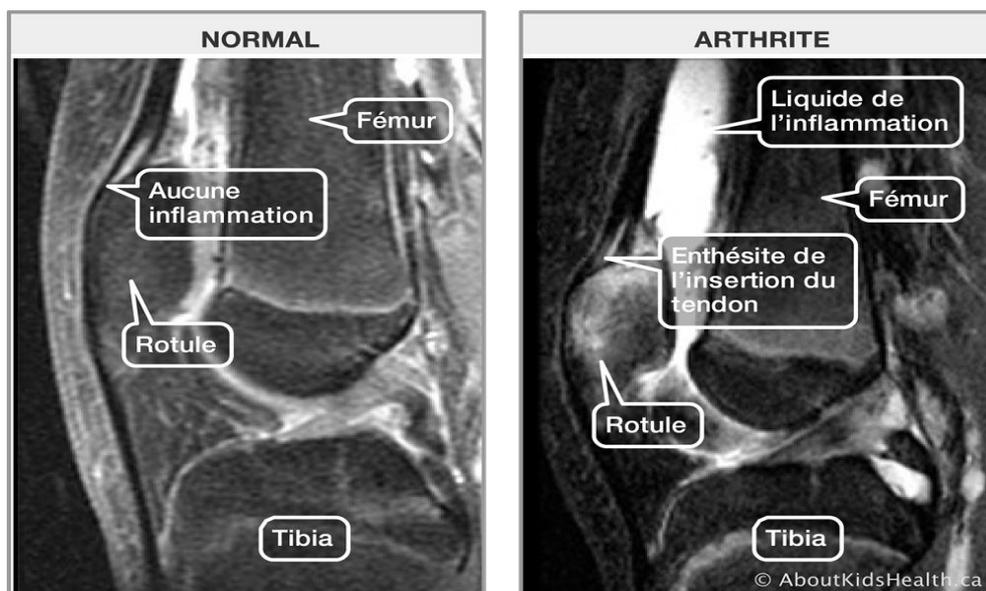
IRM d'un genou arthrosique
